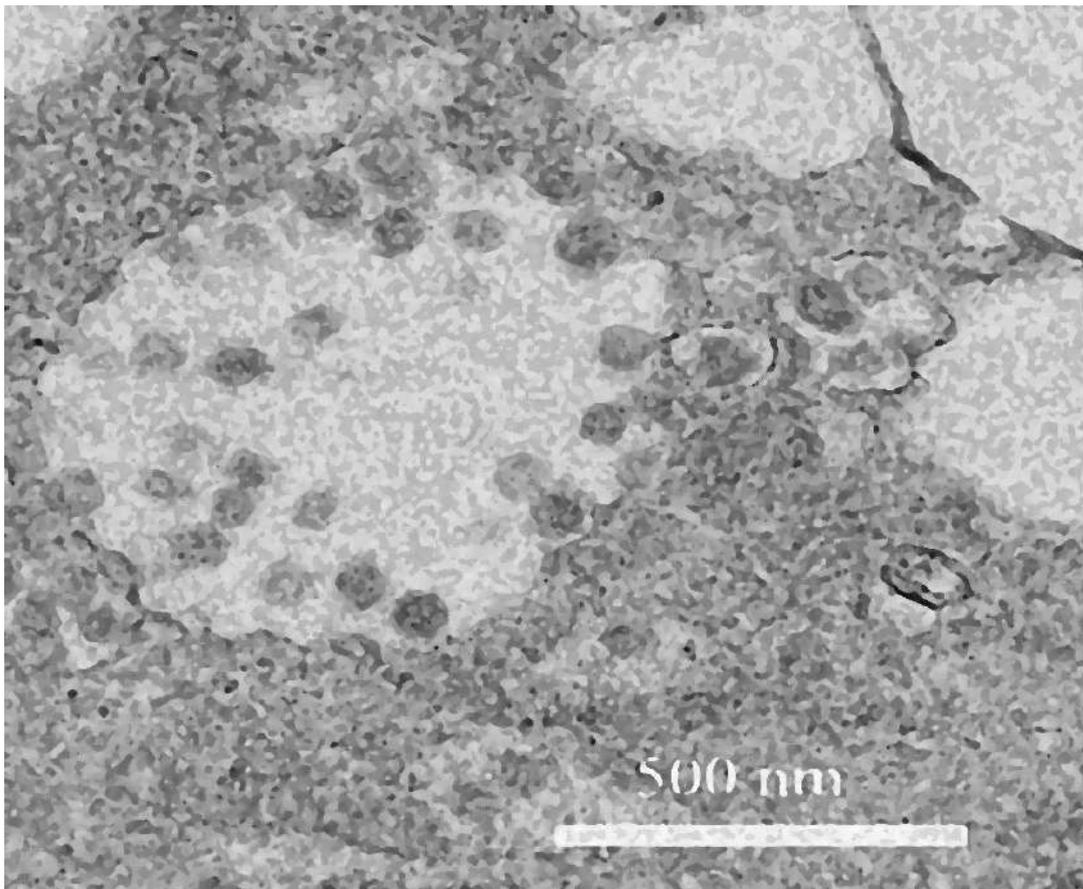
Isolamento del 2019-nCoV. Vengono mostrate le particelle virali in un vacuolo intra citosolico. Le particelle virali nelle sezioni ultrasottili vennero
